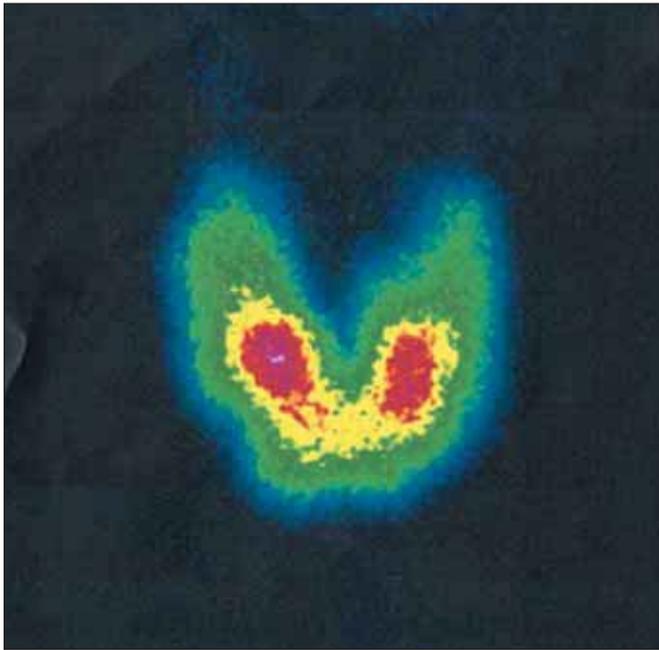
Сцинтиграфия щитовидной железы с Tc⁹⁹.
